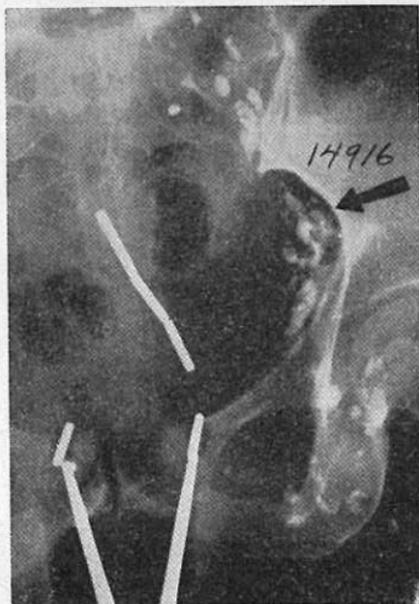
Radiografía de primera aplicación de radium en carcinoma cérvicouterino III tipo parametrio izquierdo. Fijación uterina hacia la izquierda, imágenes lacunares en ganglios ilíacos externos.
